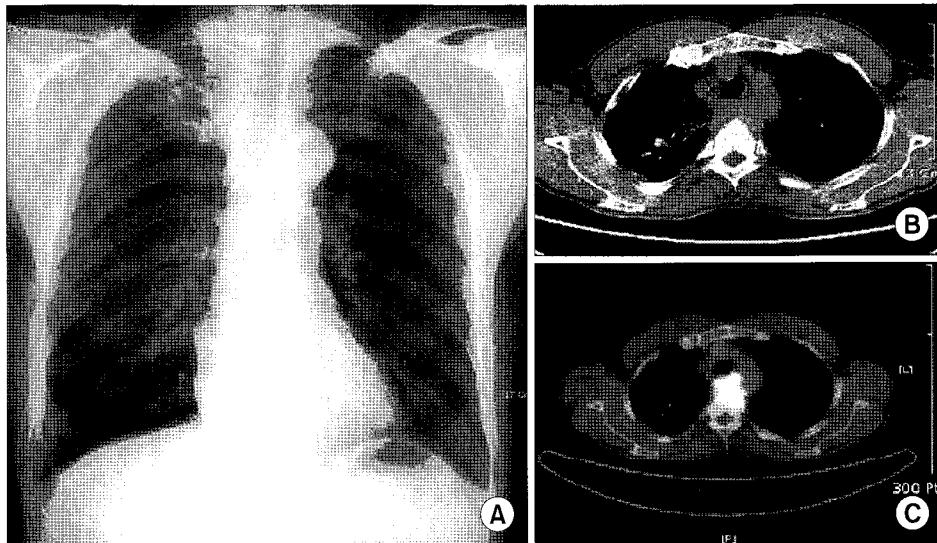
Initial chest PA (A) shows right paratracheal mass with mild tracheal deviation. chest CT (B) shows paraesophageal soft tissue mass, PET fusion image (C) shows hypermetabolic lesion.
